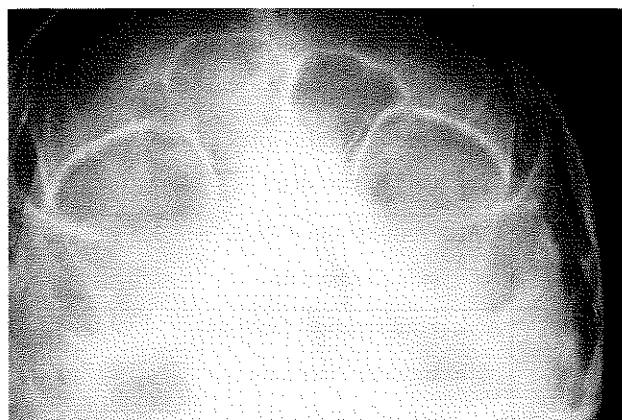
Olgu 2'nin operasyondan sonraki direkt grafisi
